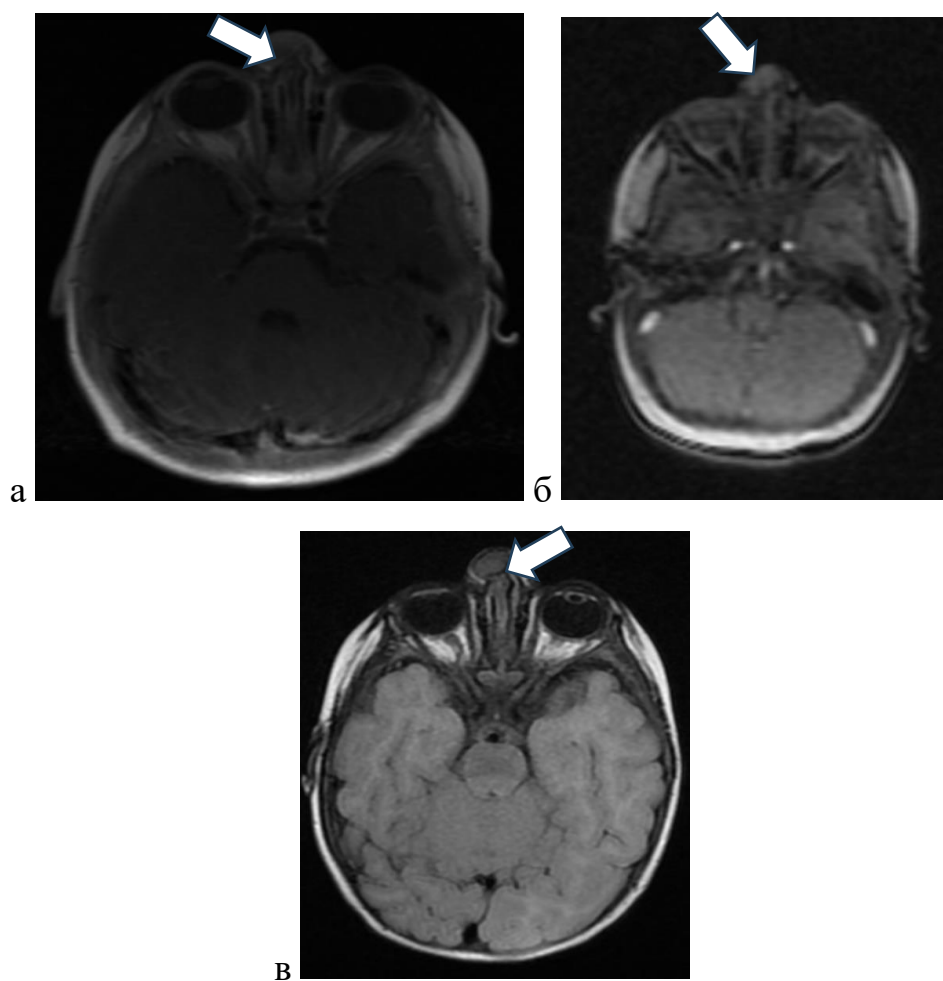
МР-томограмма пациентки Г., 1 года с назальной глиальной гетеротопией: а — в режиме T1; б — в режиме T2 FGRE; в — T2 FLAIR.
